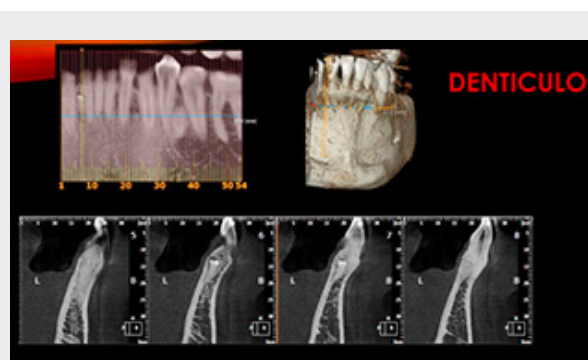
LA CBCT ES UN IMAGEN DE ALTA RESOLUCIÓN CON BAJA DOSIS. EN ESTE CASO, EL PACIENTE CONCURRIÓ PARA REALIZARSE UN ESTUDIO PREIMPLANTARIO EN ZONA 3. SE APRECIA UN DENTICULO COMO HALLAZGO INCIDENTAL ENTRE LA PIEZAS 4.2 Y 4.3.
